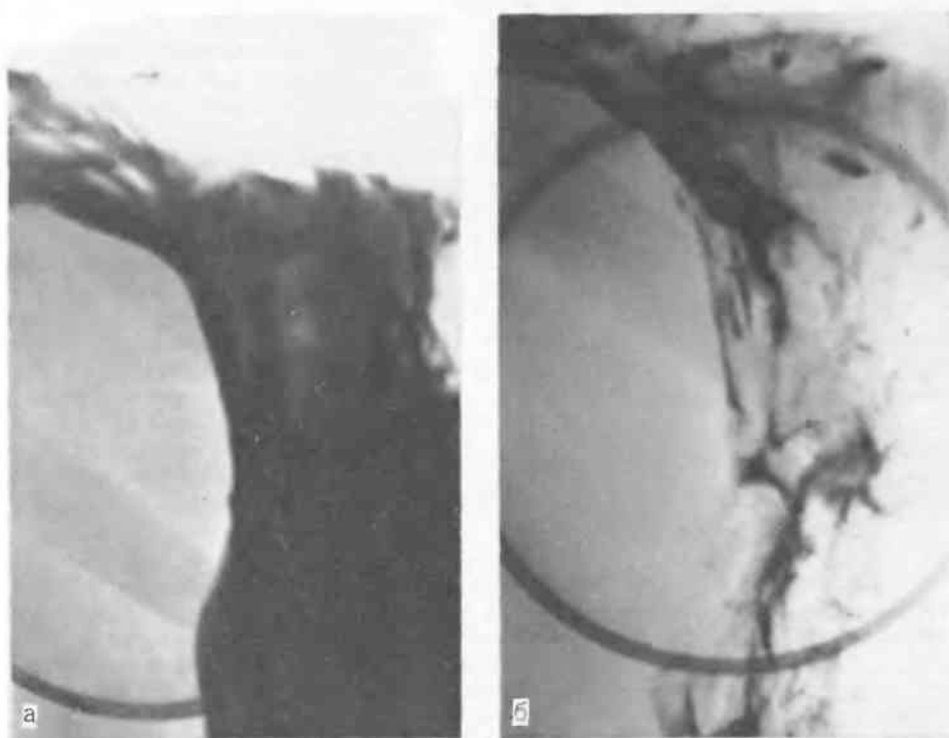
Прицельные рентгенограммы (а, б) верхней трети тела желудка.
